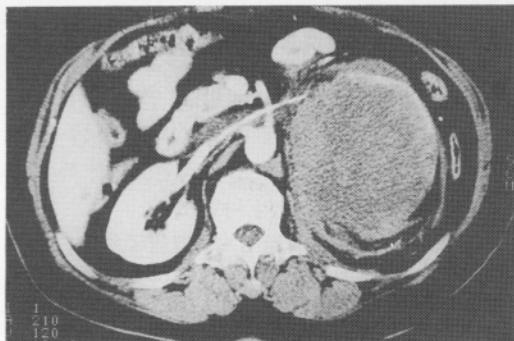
Abdominal CT scan shows huge left suprarenal solid mass, 15×14 cm sized and not enhanced with contrast media.
